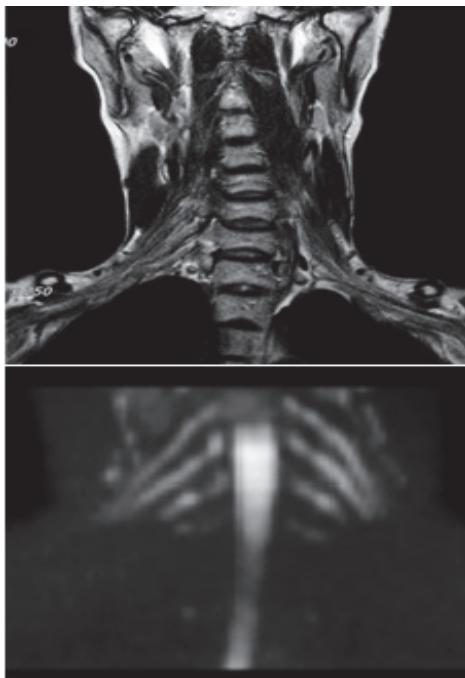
MRI images of brachial plexus
